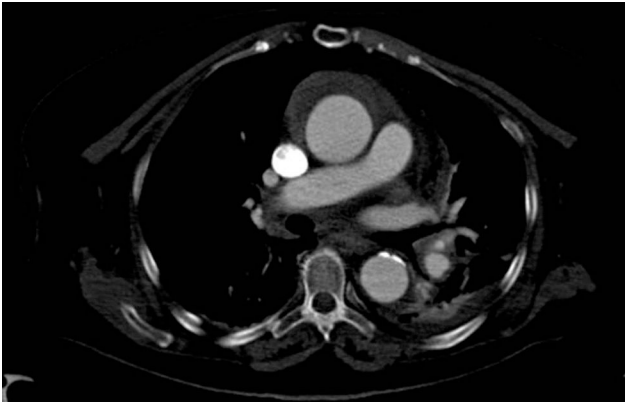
Imagen de TAC torácica que muestra la presencia de un hematoma intramural en aorta ascendente.
